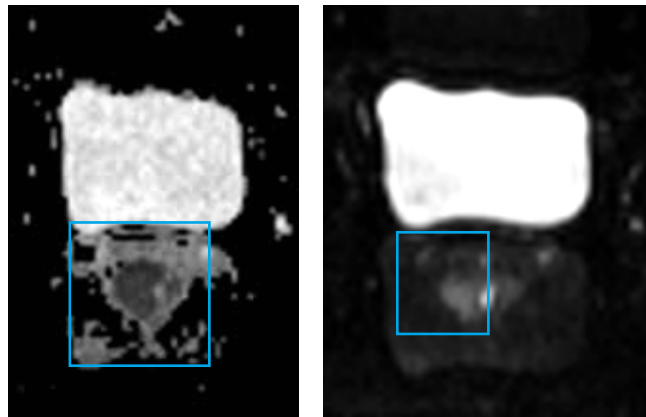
Диффузионно-взвешенные изображения, измеряемый коэффициент диффузии, аксиальная плоскость: отсутствие истинного ограничения диффузии
